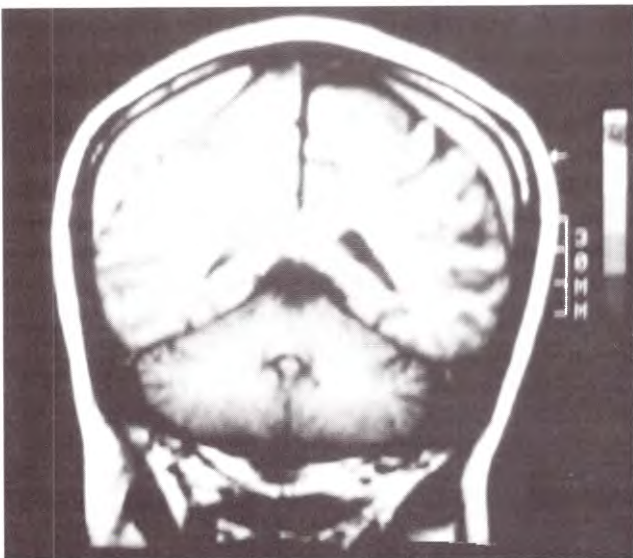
IRM que muestra un HSE bilateral.
